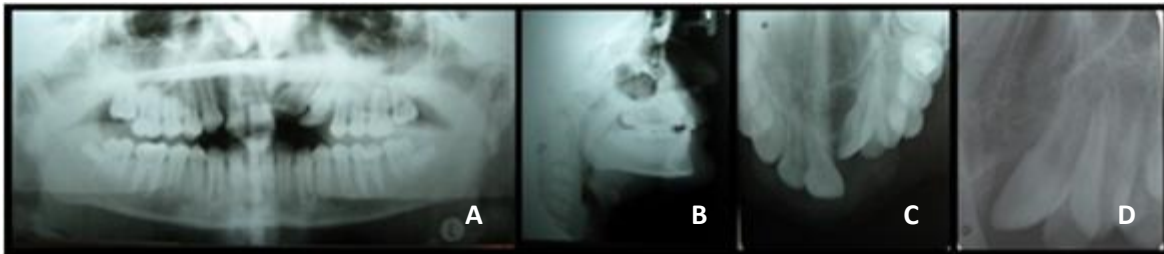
Radiografías (tomadas el 5/3/2008): A) panorámica, B) cefalométrica lateral, C) oclusal superior y D) periapical de la zona anterior del cuadrante superior izquierdo.
